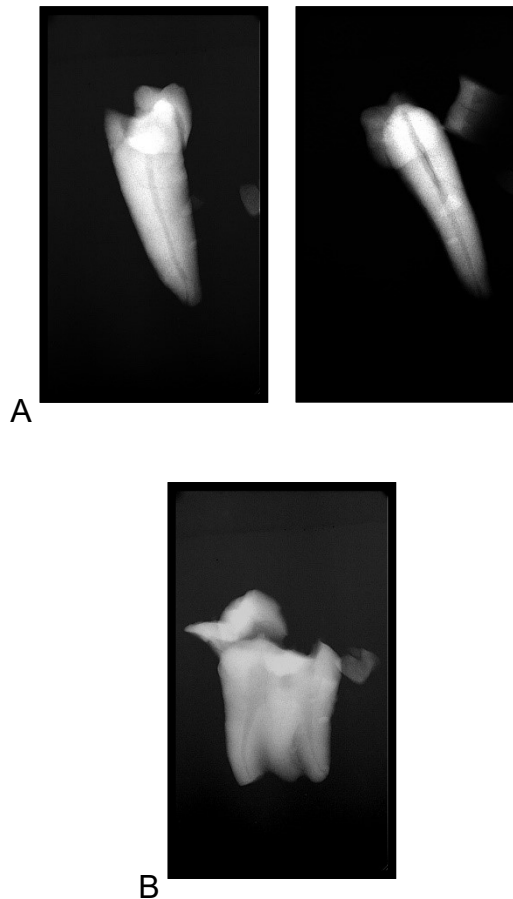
A e B) Radiografia aos 600°C.
